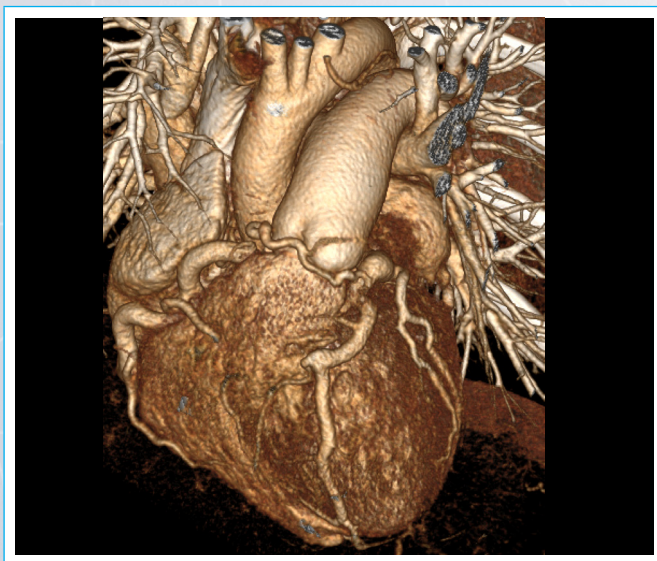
Reconstrucción 3D de Angio Tomografía Coronaria.
